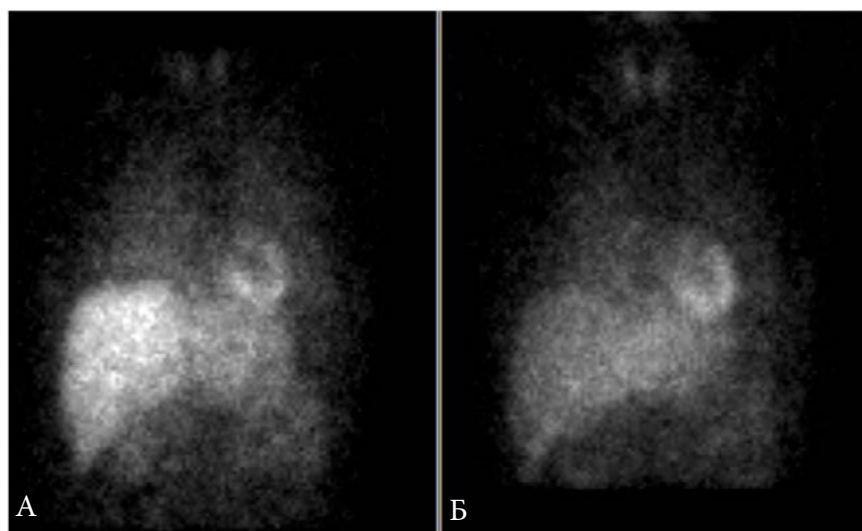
Планарные сцинтиграммы с  $^{123}\text{I}$ -МИБГ в передней проекции в норме. А. Ранняя фаза. Б. Отсроченная фаза,  $\text{H}/\text{M}_d=2.2$ . Визуализируется не полностью заблокированная щитовидная железа, печень, миокарда, невыраженное накопление РФП в легких и почках.
